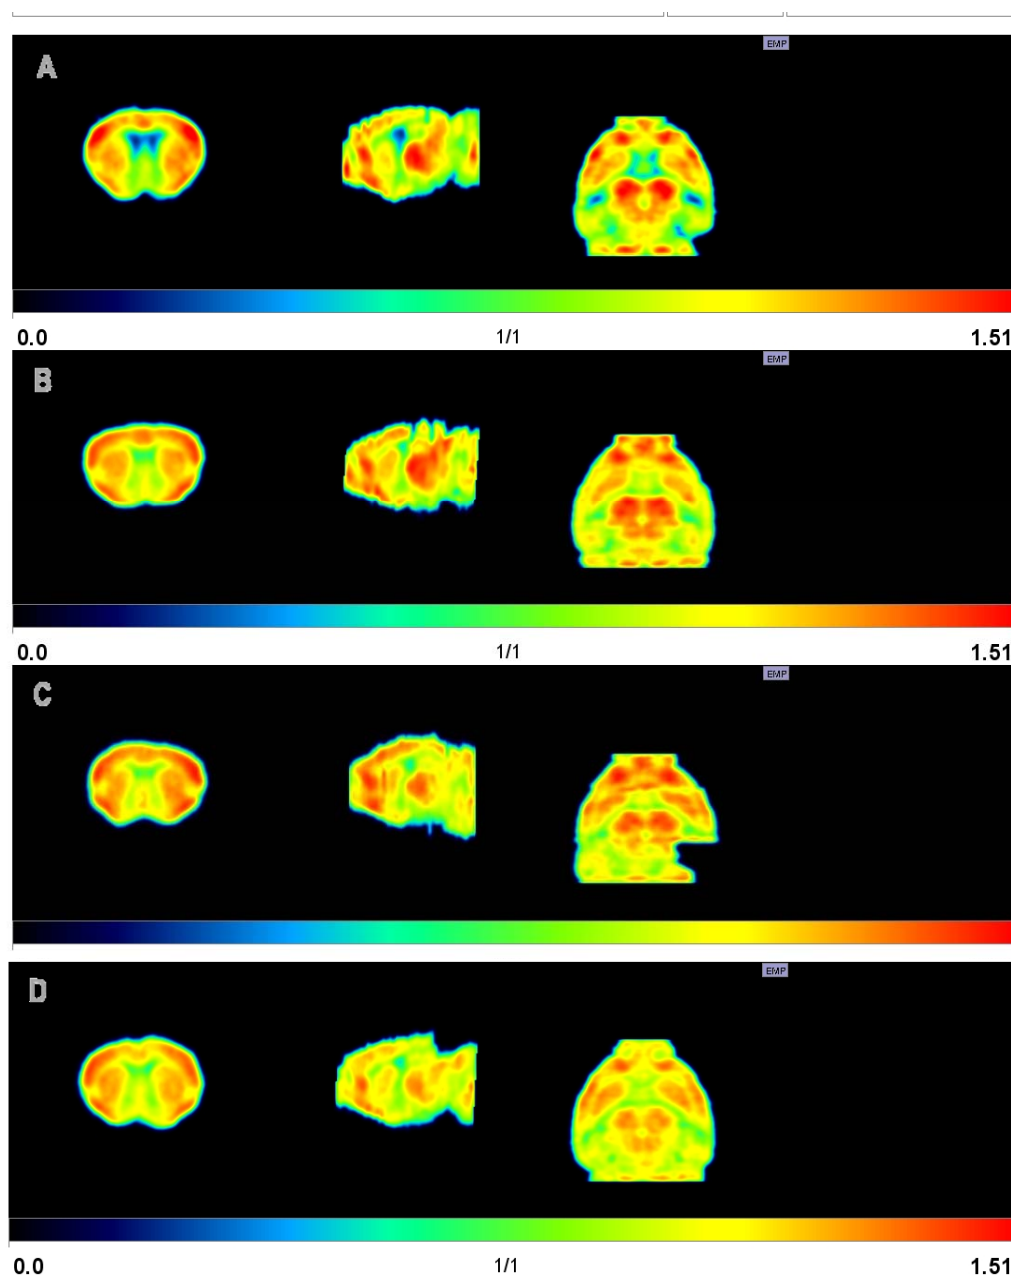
Creación volúmenes 3D a partir de las autorradiografías 2D de cerebro de ratón utilizando el radiotrazador $[^{18}\text{F}]$ -FDG mediante PET en ratones macho de 45 semanas de edad tratados con quercetina y rutina. A. WT, B. TgAPP, C. TgAPP + Q, D. TgAPP + R. Los datos muestran la captación de glucosa normalizada respecto a los niveles en cerebelo y a la actividad inyectada.
